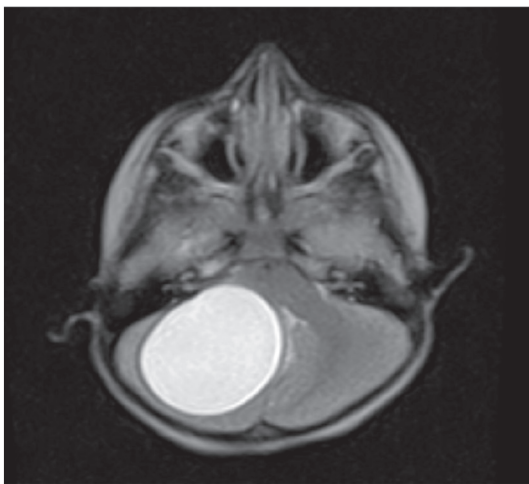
Axial T2-weighted MRI showing hyperintense cystic lesion
